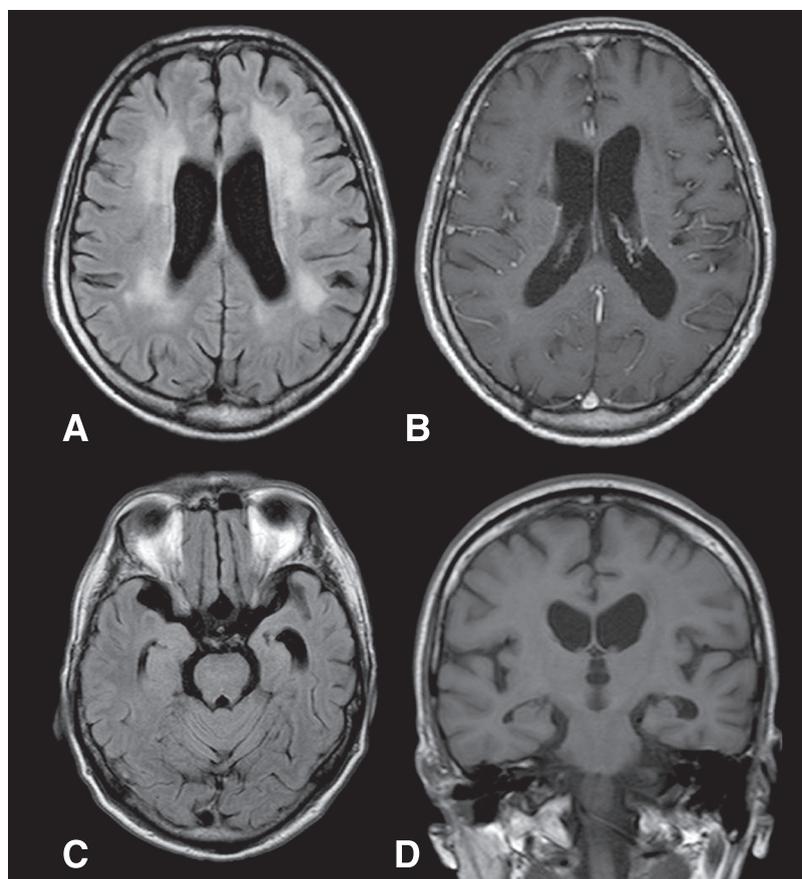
Magnetic resonance imaging obtained on admission.
